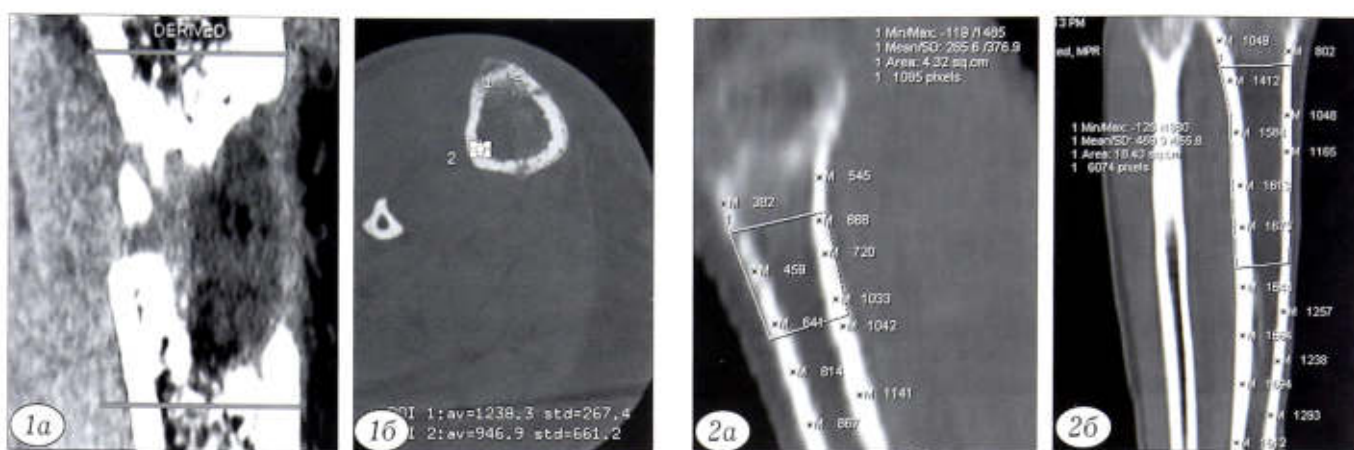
КТ голени больной К. 51 года с посттравматическим укорочением голени в период фиксации (удлинение голени на 7 см). а — MPR, б — аксиальный срез.
